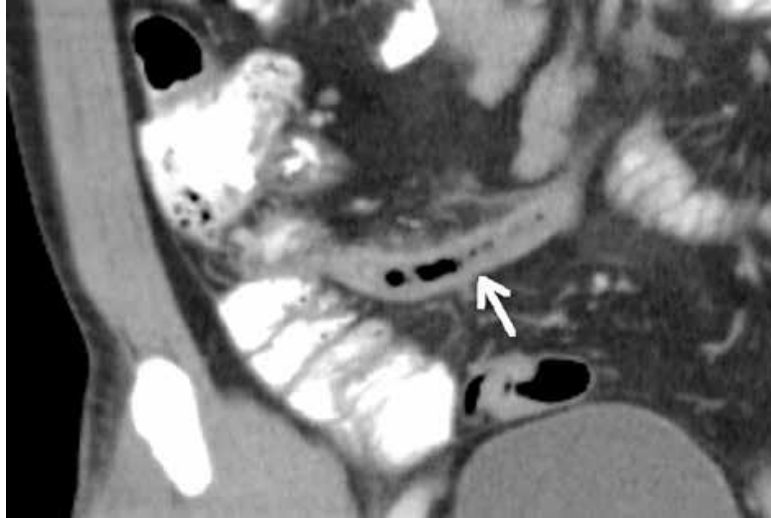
Imagen coronal de una TC con medio de contraste que muestra el apéndice cecal engrosado, con un diámetro de 14 mm (flecha), con engrosamiento y realce heterogéneo de sus paredes (3 mm) y con cambios inflamatorios de la grasa periapendicular.
